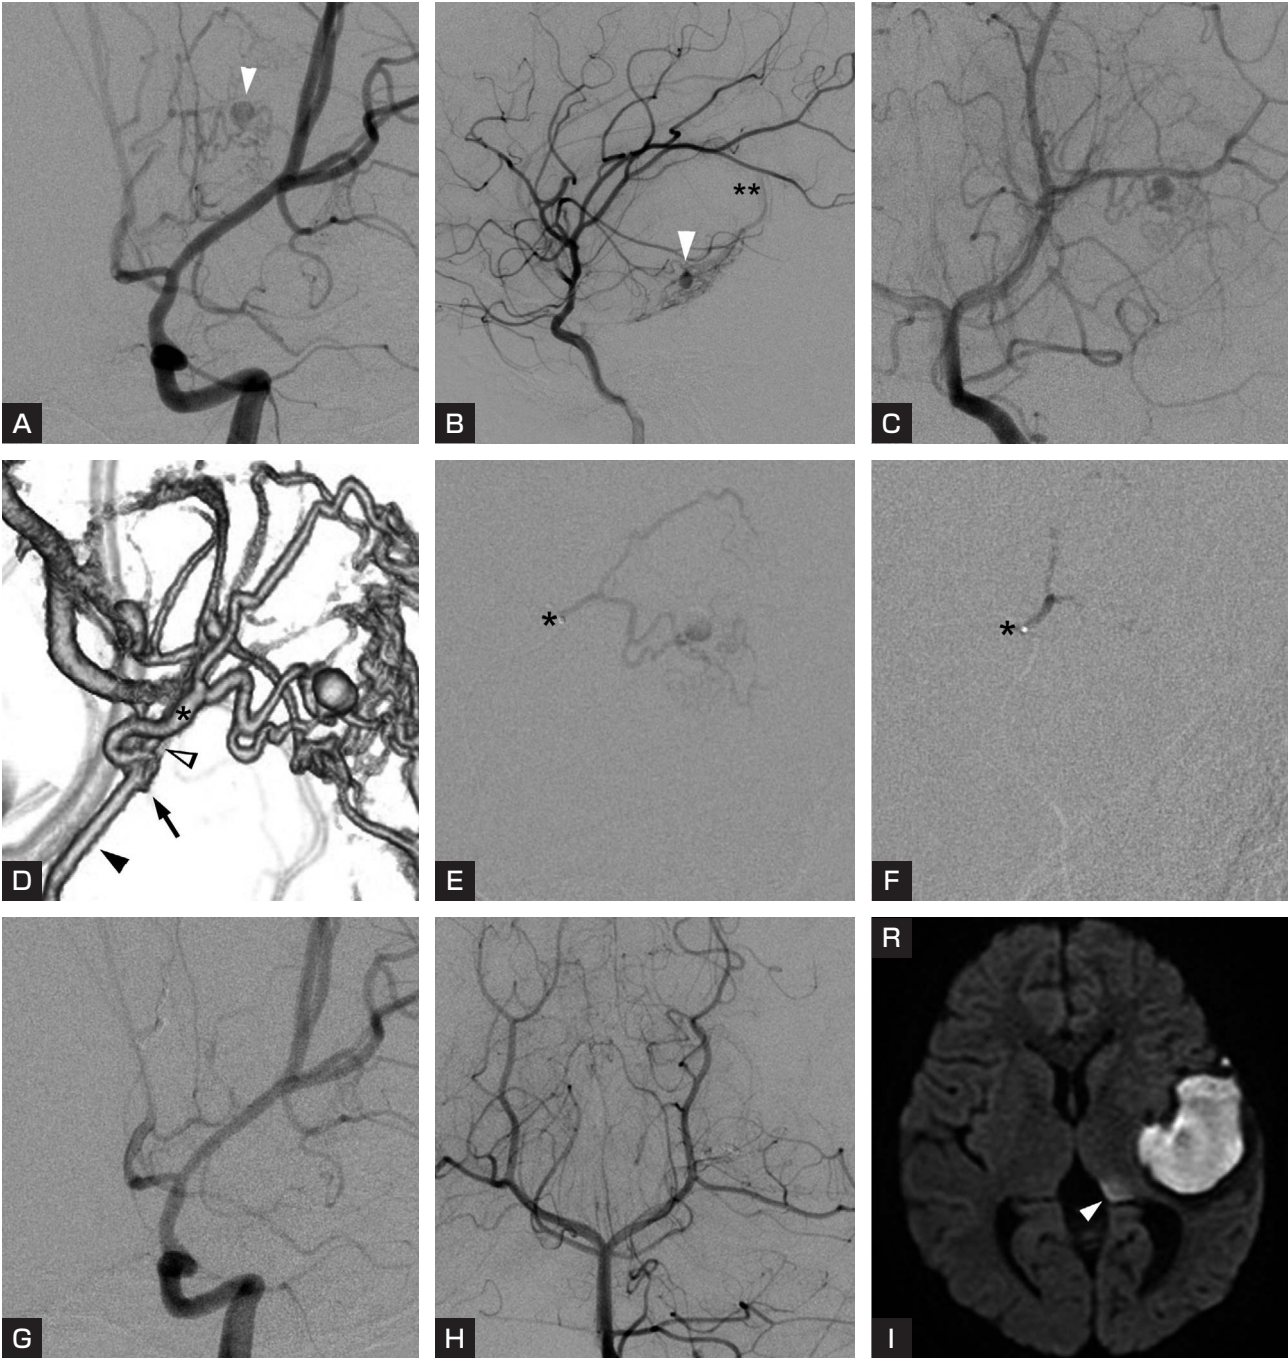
Angiographic and diffusion-weighted MRI findings of Patient 2. Antero-posterior (A) and lateral (B) angiographic views of the left internal carotid artery show an aneurysm (white arrowhead) on the plexal segment of the AChA feeding the arteriovenous malformation that drains into the basal vein of Rosenthal (B\*\*). Antero-posterior angiographic view of the left vertebral artery shows an aneurysm supplied by the LPChA and the AChA (C). Three-dimensional image of the left vertebral artery (D). Junction of the AChA (arrowhead) and LPChA (white arrowhead). Antero-posterior angiographic view from the microcatheter navigated into the AChA beyond the junction of the LPChA (\*in D, E, and F) shows the aneurysm and nidus (E). Injection of 25% NBCA (F). Left internal carotid (G) and left vertebral (H) angiographic images after embolization show the obliterated aneurysm and nidus and the preserved cisternal segment of AChA. Diffusion-weighted MRI image (I) shows a small infarction in the pulvinar of the left thalamus (white arrowhead).
